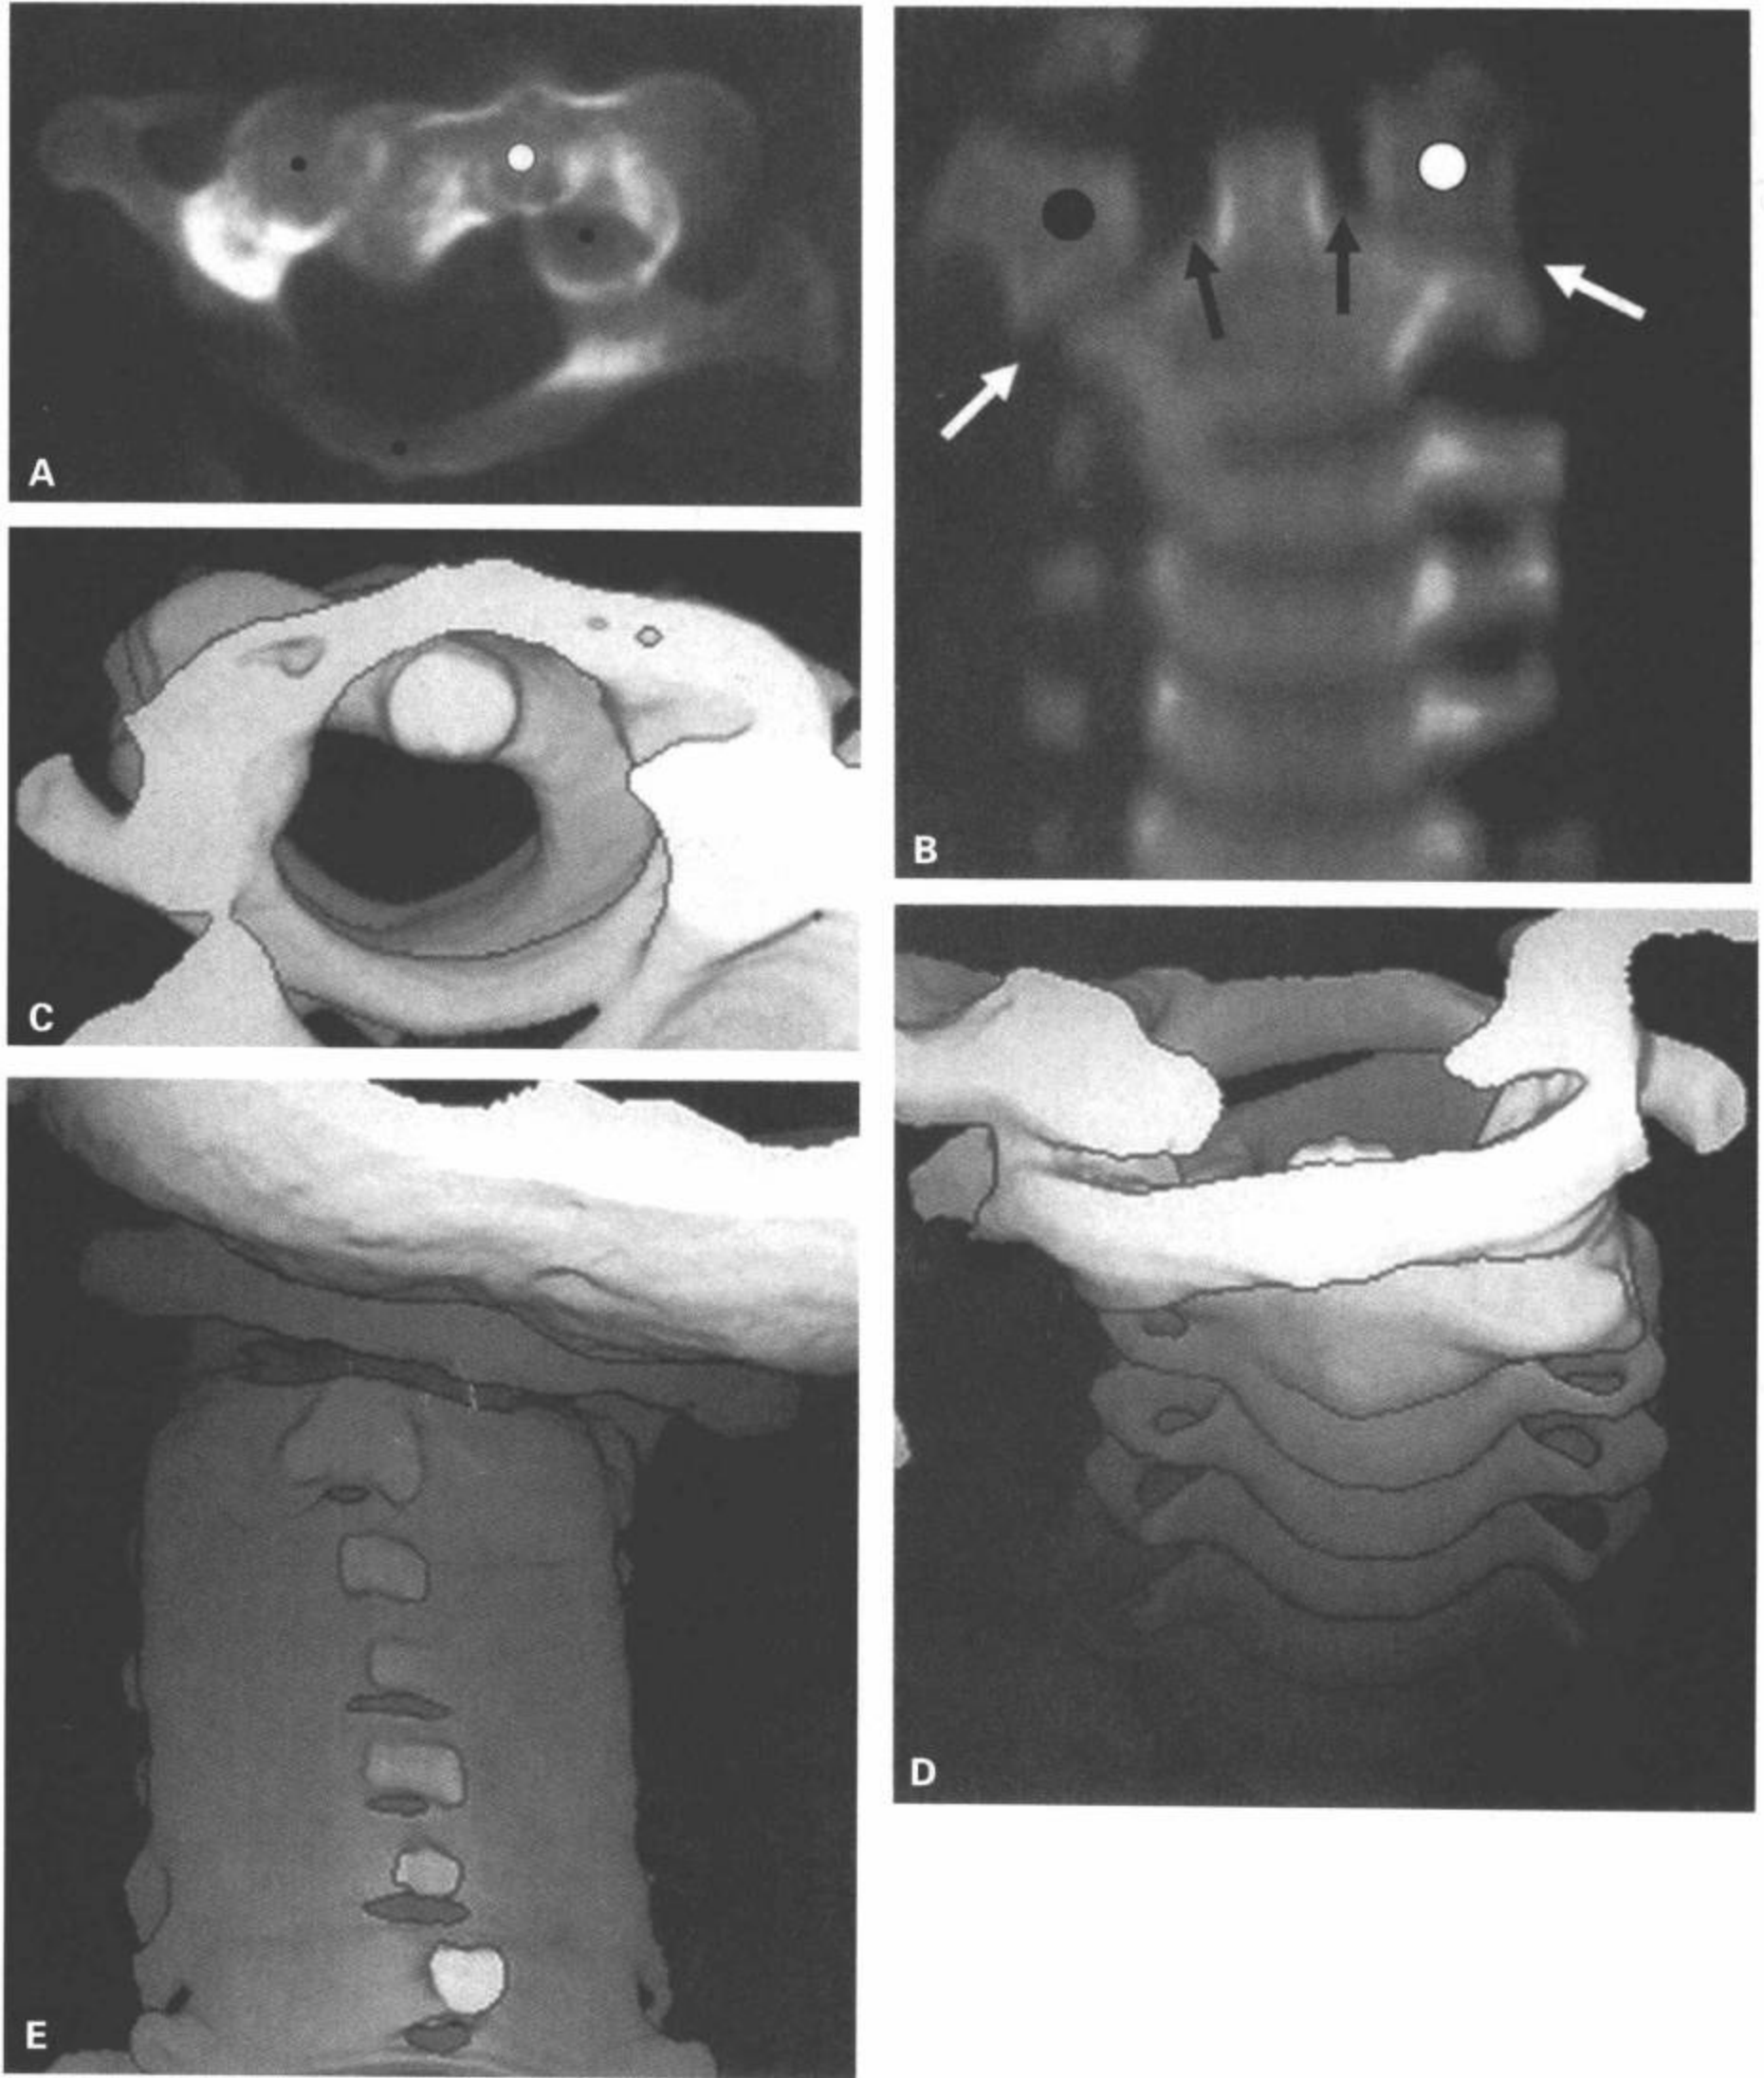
斜颈。A: C1 侧块和后弓 (黑点) 及 C2 椎体 (白点) 水平的 CT 横断面图像显示 C1 转向左侧。B: CT 多平面重组冠状面图像显示继发于旋转性排列不齐的寰齿侧间隙不对称 (黑箭) 和寰枢关节间隙的差异 (白箭)。C1 右侧块横径增宽 (黑点) 和左侧截顶的表现 (白点) 提示 C1 向左侧旋转。C: CT 3D 重组表面再现轴面观图像清晰显示 C1 转向左侧, 椎管正常。3D 表面再现前部 (D) 和后部 (E) 冠状面图像显示 C1 转向左侧 (D), 而头向右侧倾斜 (E)。
